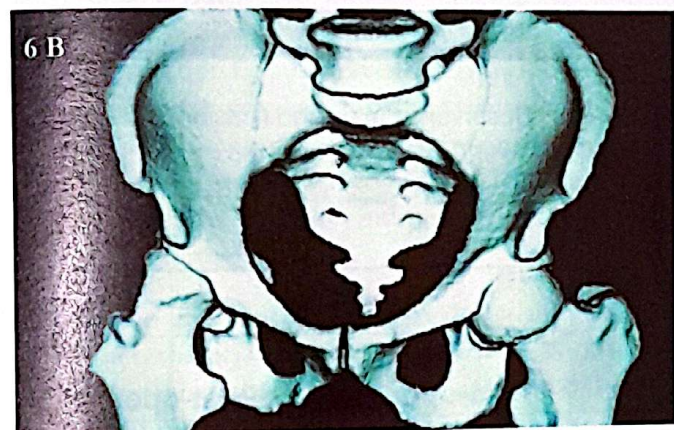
Displasia de la cadera con destrucción cartilaginosa de localización supero-lateral sobre la vertiente acetabular. A. control preoperatorio; vista en radiografía. B. Reconstrucción tridimensional de tomografía axial computarizada preoperatoria. C. Control post-operatorio: vista anterior en escaner 3D. Notar la posición del injerto (1) dentro de la zona de distracción inferior. D. Reconstrucción preoperatoria: vista posterior en escaner 3D. E. Control post-operatorio: vista posterior, en escaner 3D.
